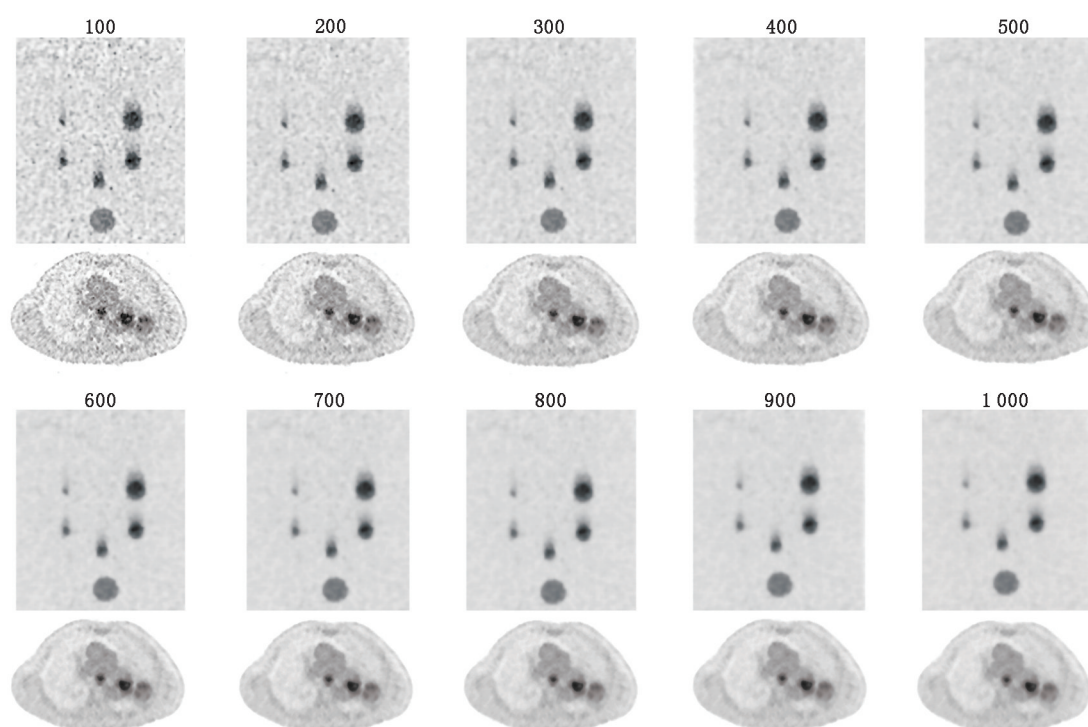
不同 β 值组模体与疑似肺结节患者(男,83岁)¹⁸F-FDG PET 图像(1,3排为模体,2,4排为患者) 各组小球均可看到随运动发生的运动伪影,患者左肺均可见高代谢病灶且病灶中心空洞,随 β 值逐渐增大而不可见
